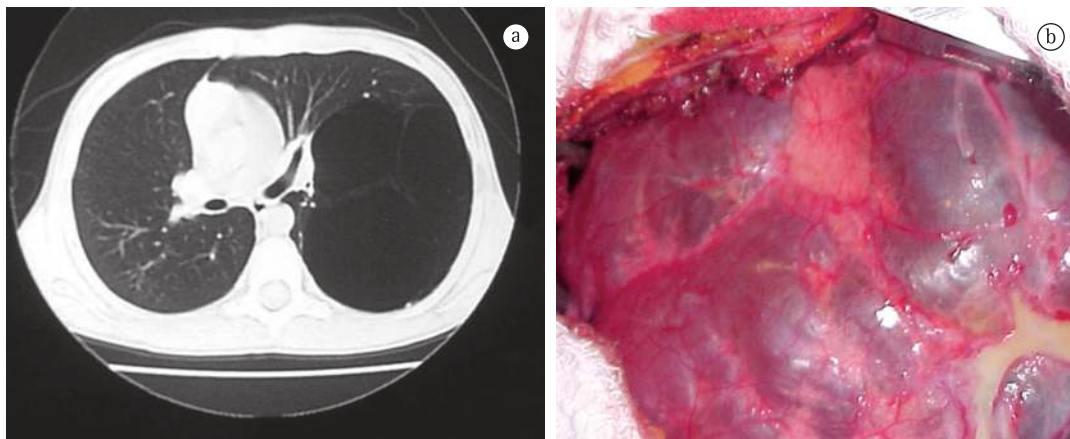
Malformação adenomatoide cística tipo I. Em a, TC de tórax evidenciando lesão com grandes cistos em lobo inferior esquerdo. Em b, visualização intraoperatória dos cistos pulmonares.
